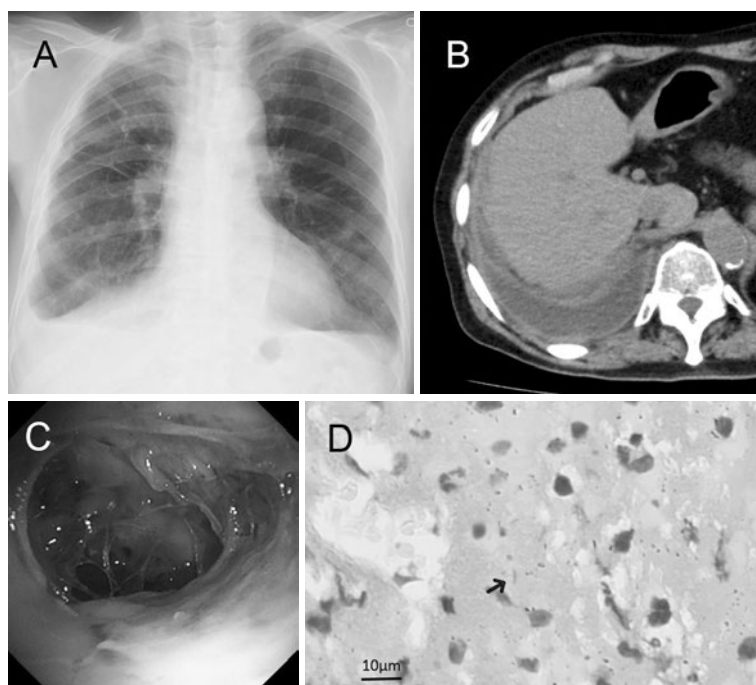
(A) 初診時胸部X線写真. 右胸膜肥厚および肋骨横隔膜角の鈍化を認めた. (B) 胸部単純CT所見. 右横隔膜上の限局した胸水貯留と壁側胸膜の肥厚を認めた. (C) 局所麻酔下胸腔鏡所見. 胸腔内は高度の癒着を認め, 壁側臓側胸膜ともに白色びまん性に肥厚していた. (D) 初回壁側胸膜生検所見. 抗酸菌染色 (Ziehl-Neelsen) で抗酸菌が検出された (矢印).
